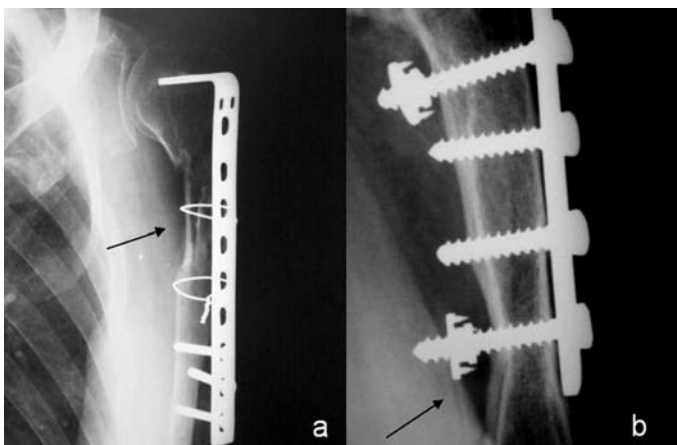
Radiografias de frente da diáfise do úmero esquerdo (caso 11), mostrando: (a) reabsorção da cortical medial (seta) com 18 semanas de pós-operatório; (b) reestruturação óssea da cortical ao redor da PFO® (seta) com 33 meses
